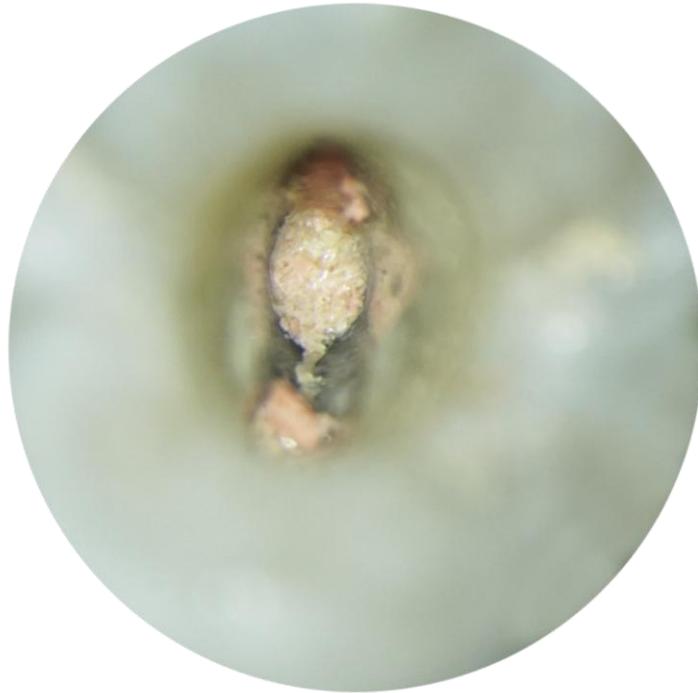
Radiografía corte de gutapercha realizado macroscópicamente mostrando 2 o más paredes de material remanente.
